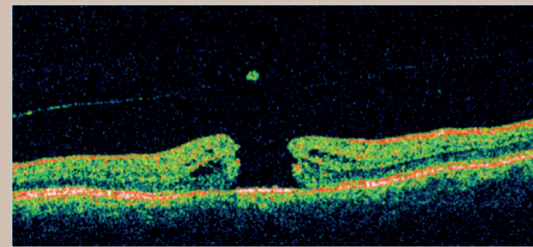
Tomografia de Coerência Óptica mostrando buraco macular.
